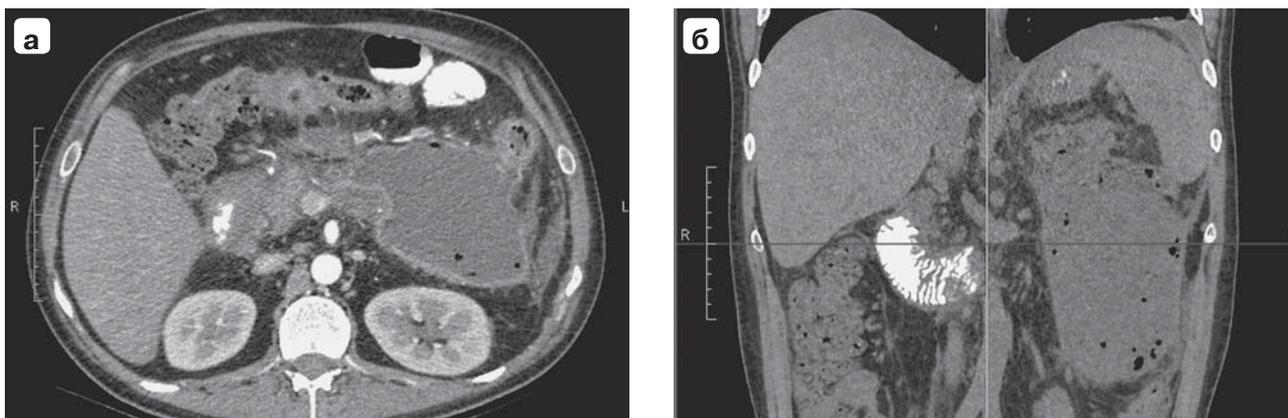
Компьютерные томограммы. Инфицированный панкреонекроз: а – жидкостное образование в проекции тела и хвоста ПЖ с пузырьками газа; б – распространение в ретроколическую клетчатку слева.
